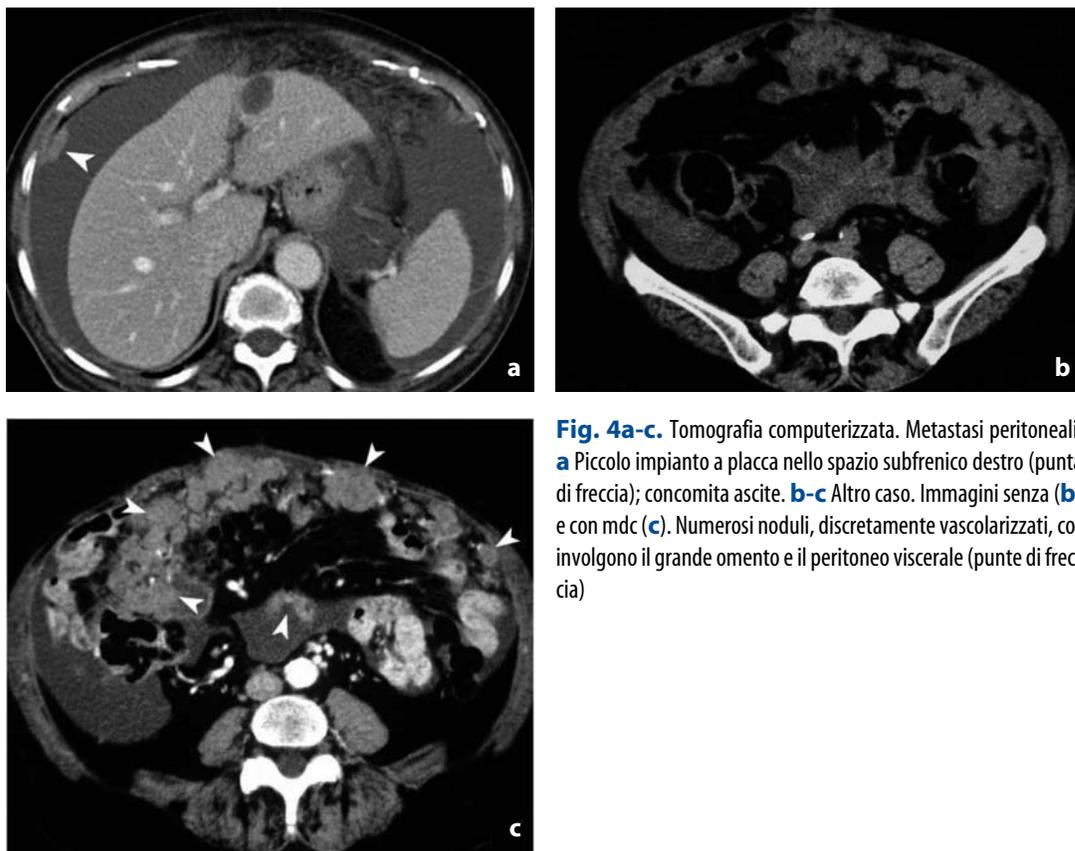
Tomografia computerizzata. Metastasi peritoneali. a Piccolo impianto a placca nello spazio subfrenico destro (punta di freccia); concomita ascite. b-c Altro caso. Immagini senza (b) e con mdc (c). Numerosi noduli, discretamente vascolarizzati, coinvolgono il grande omento e il peritoneo viscerale (punte di freccia)
